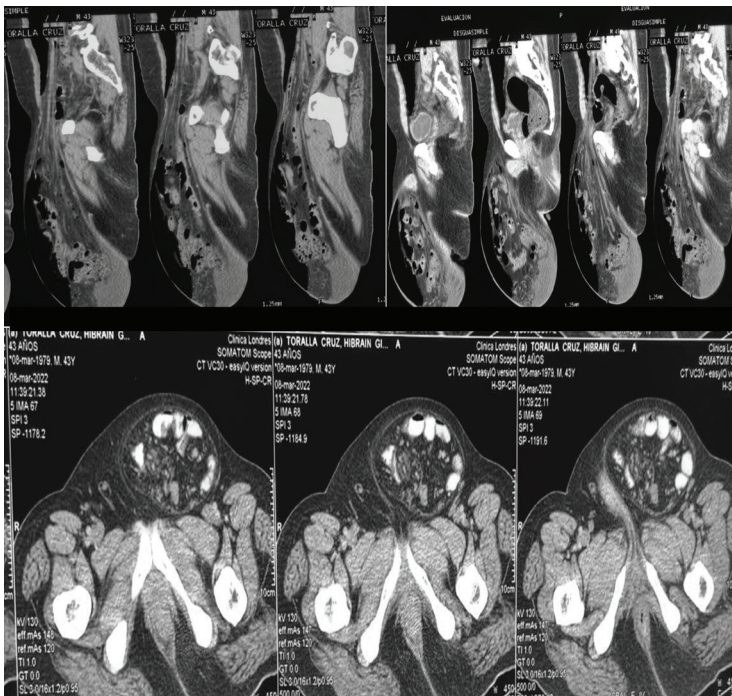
Tomografías abdominopélvicas donde se evidencia defecto herniario de pared abdominal con contenido intestinal en su interior.
